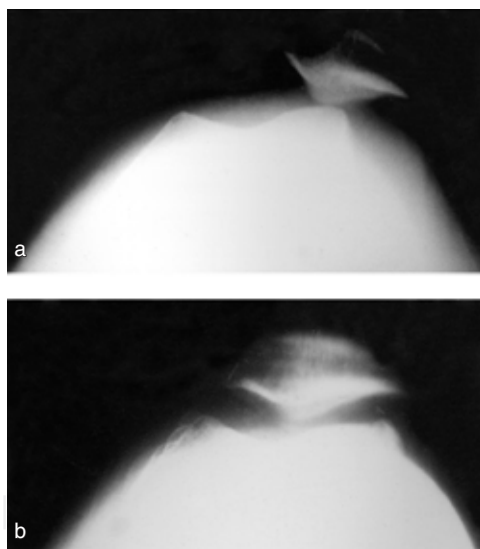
Radiograf1a axial de rodilla, que demuestra mala alineaci3n patelofemoral arriba y correcci3n postquir1rgica abajo.
